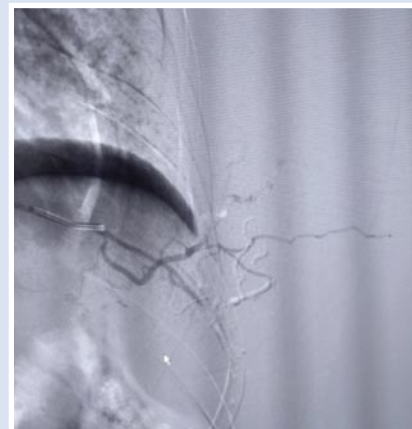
Состояние после рентгенэндоваскулярной эмболизации: патологически изменённая сосудистая сеть не визуализировалась.
